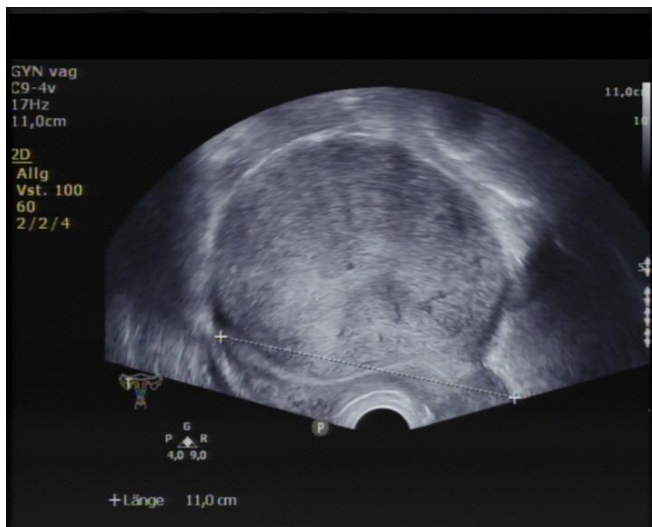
Präoperativer Sonographiebefund eines myxoiden Leiomyoms
